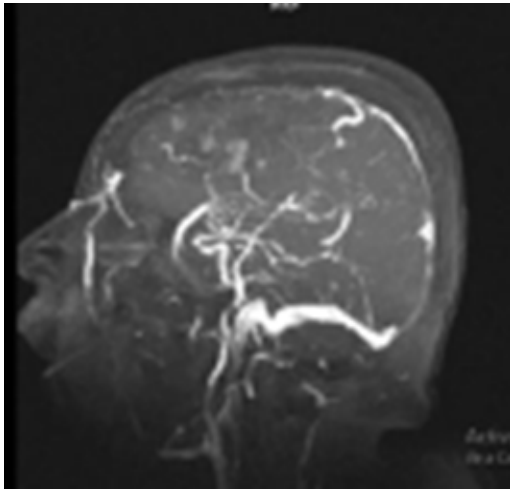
Venorrenorresonancia magnética del 26 de marzo de 2025: ausencia de llenado venoso en el segmento anterior del seno longitudinal superior
